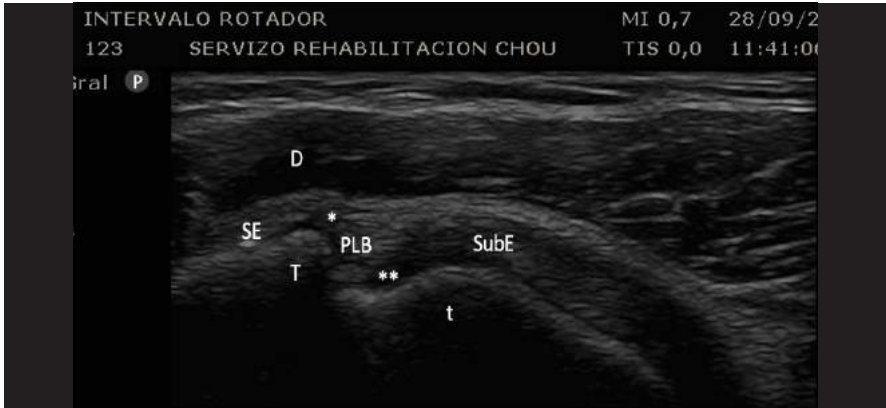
ECOGRAFÍA PUNTO DE PARTIDA: D: deltoides; T: troquíter; t: tronquin; PLB: porción larga del bíceps.
